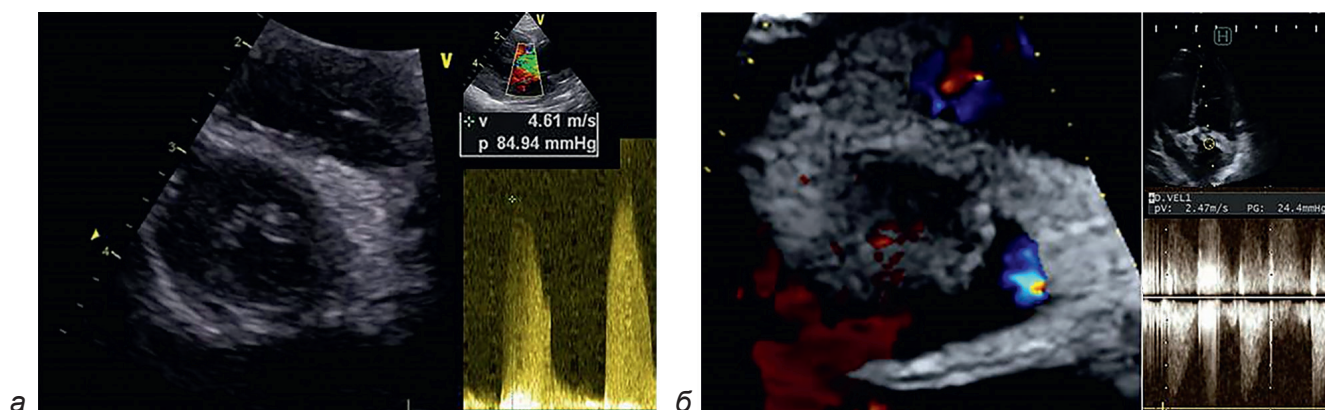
Трансторакальная эхокардиография у младенца с аортальным стенозом. Левый парастернальный доступ, проекция по короткой оси ЛЖ:
